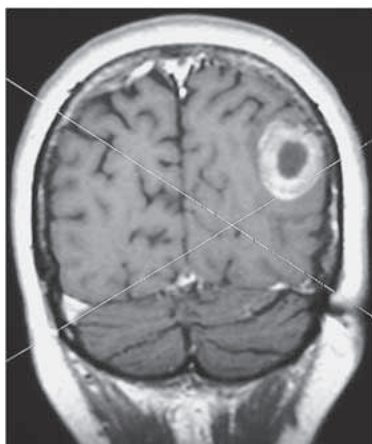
Hirnmetastase (multipel) bei Adeno-Ca der Lunge, Planungs-MRT (T1 mit KM, 3 mm)
